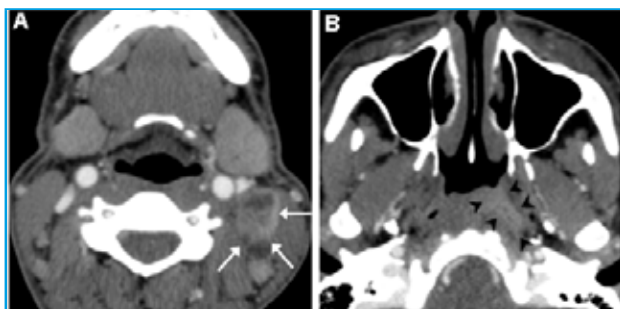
Mujer de 42 años de edad que debuta con adenopatías necrosadas de carcinoma epidermoide en los niveles IIA y IIB izquierdos, sin clara lesión causante en la exploración, demostradas en TC realizado inmediatamente tras la administración de contraste intravenoso (flechas blancas en Figura 8A). La Figura 8B, que es una sección del mismo estudio en el nivel correspondiente al cavum, demuestra una posible lesión en su mitad izquierda (cabezas de flecha negras), confirmada mediante biopsia.
